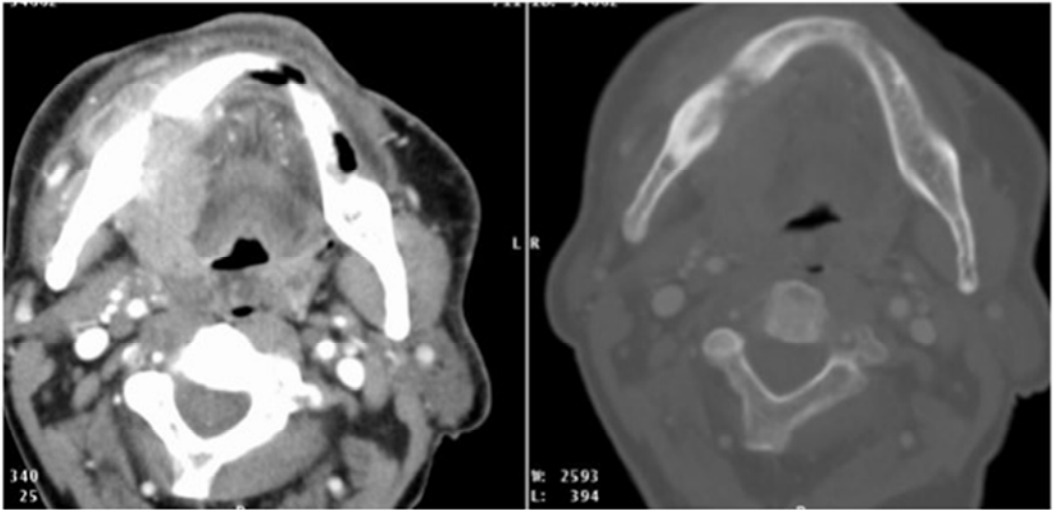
Imagen de TC mostrando la invasión mandibular.
